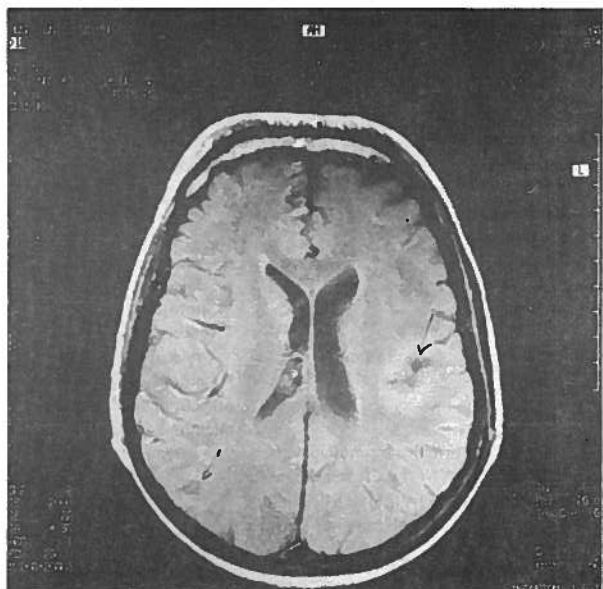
RMN do crânio efectuada em 14/10/92 mostra a regressão imagiológica das lesões.
